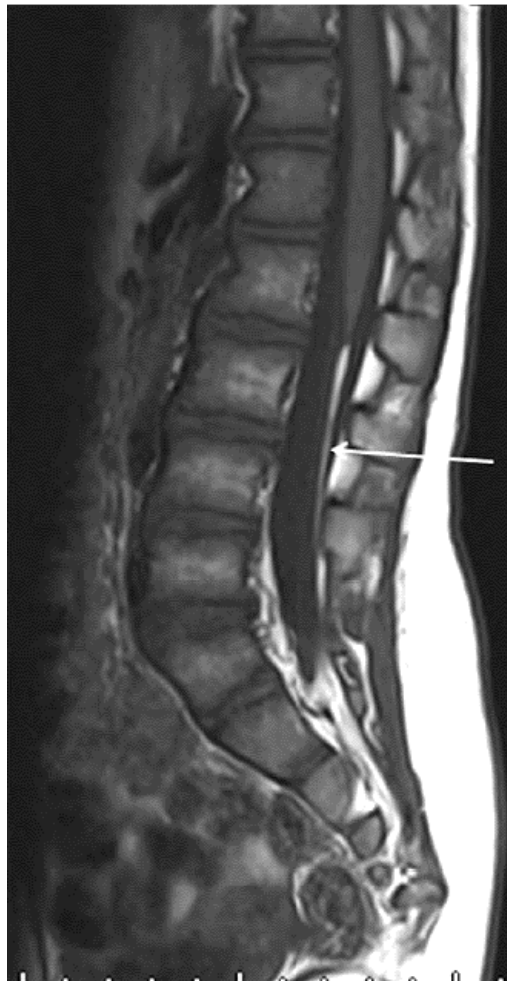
Sagittal T1 MRI showing thickening and fatty infiltration of the filum terminale (*arrow*) in a patient with a symptomatic tethered spinal cord.
